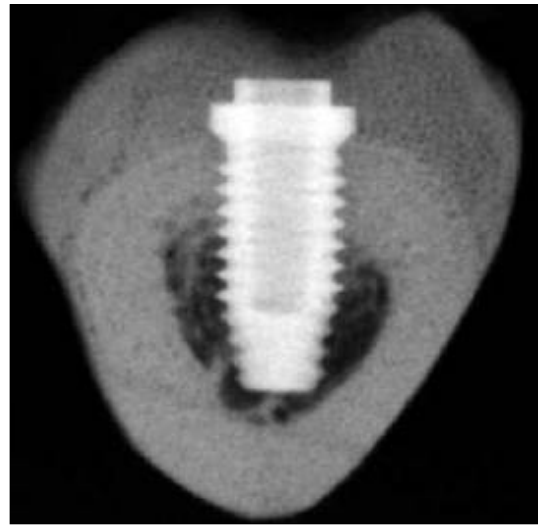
Cross-sectional radiographs of the experimental group. There is some radioopaque trabecular bone in the marrow space. Some radiopaque trabecular bone is contacted with the implant surface.
